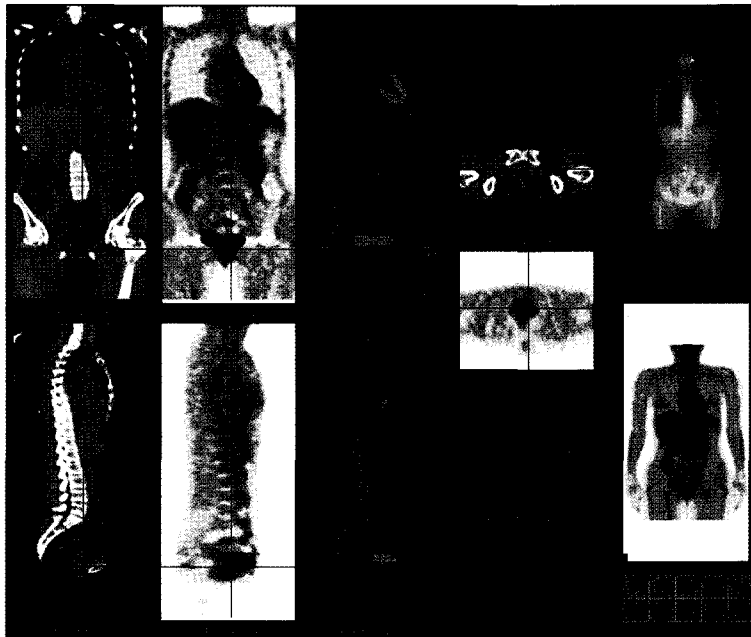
A 36-year-old woman with recurred synovial sarcoma after removal of mass and radiation therapy. PET-CT fusion images localize the recurred site with hypermetabolism of pelvic floor in the below of bladder.
